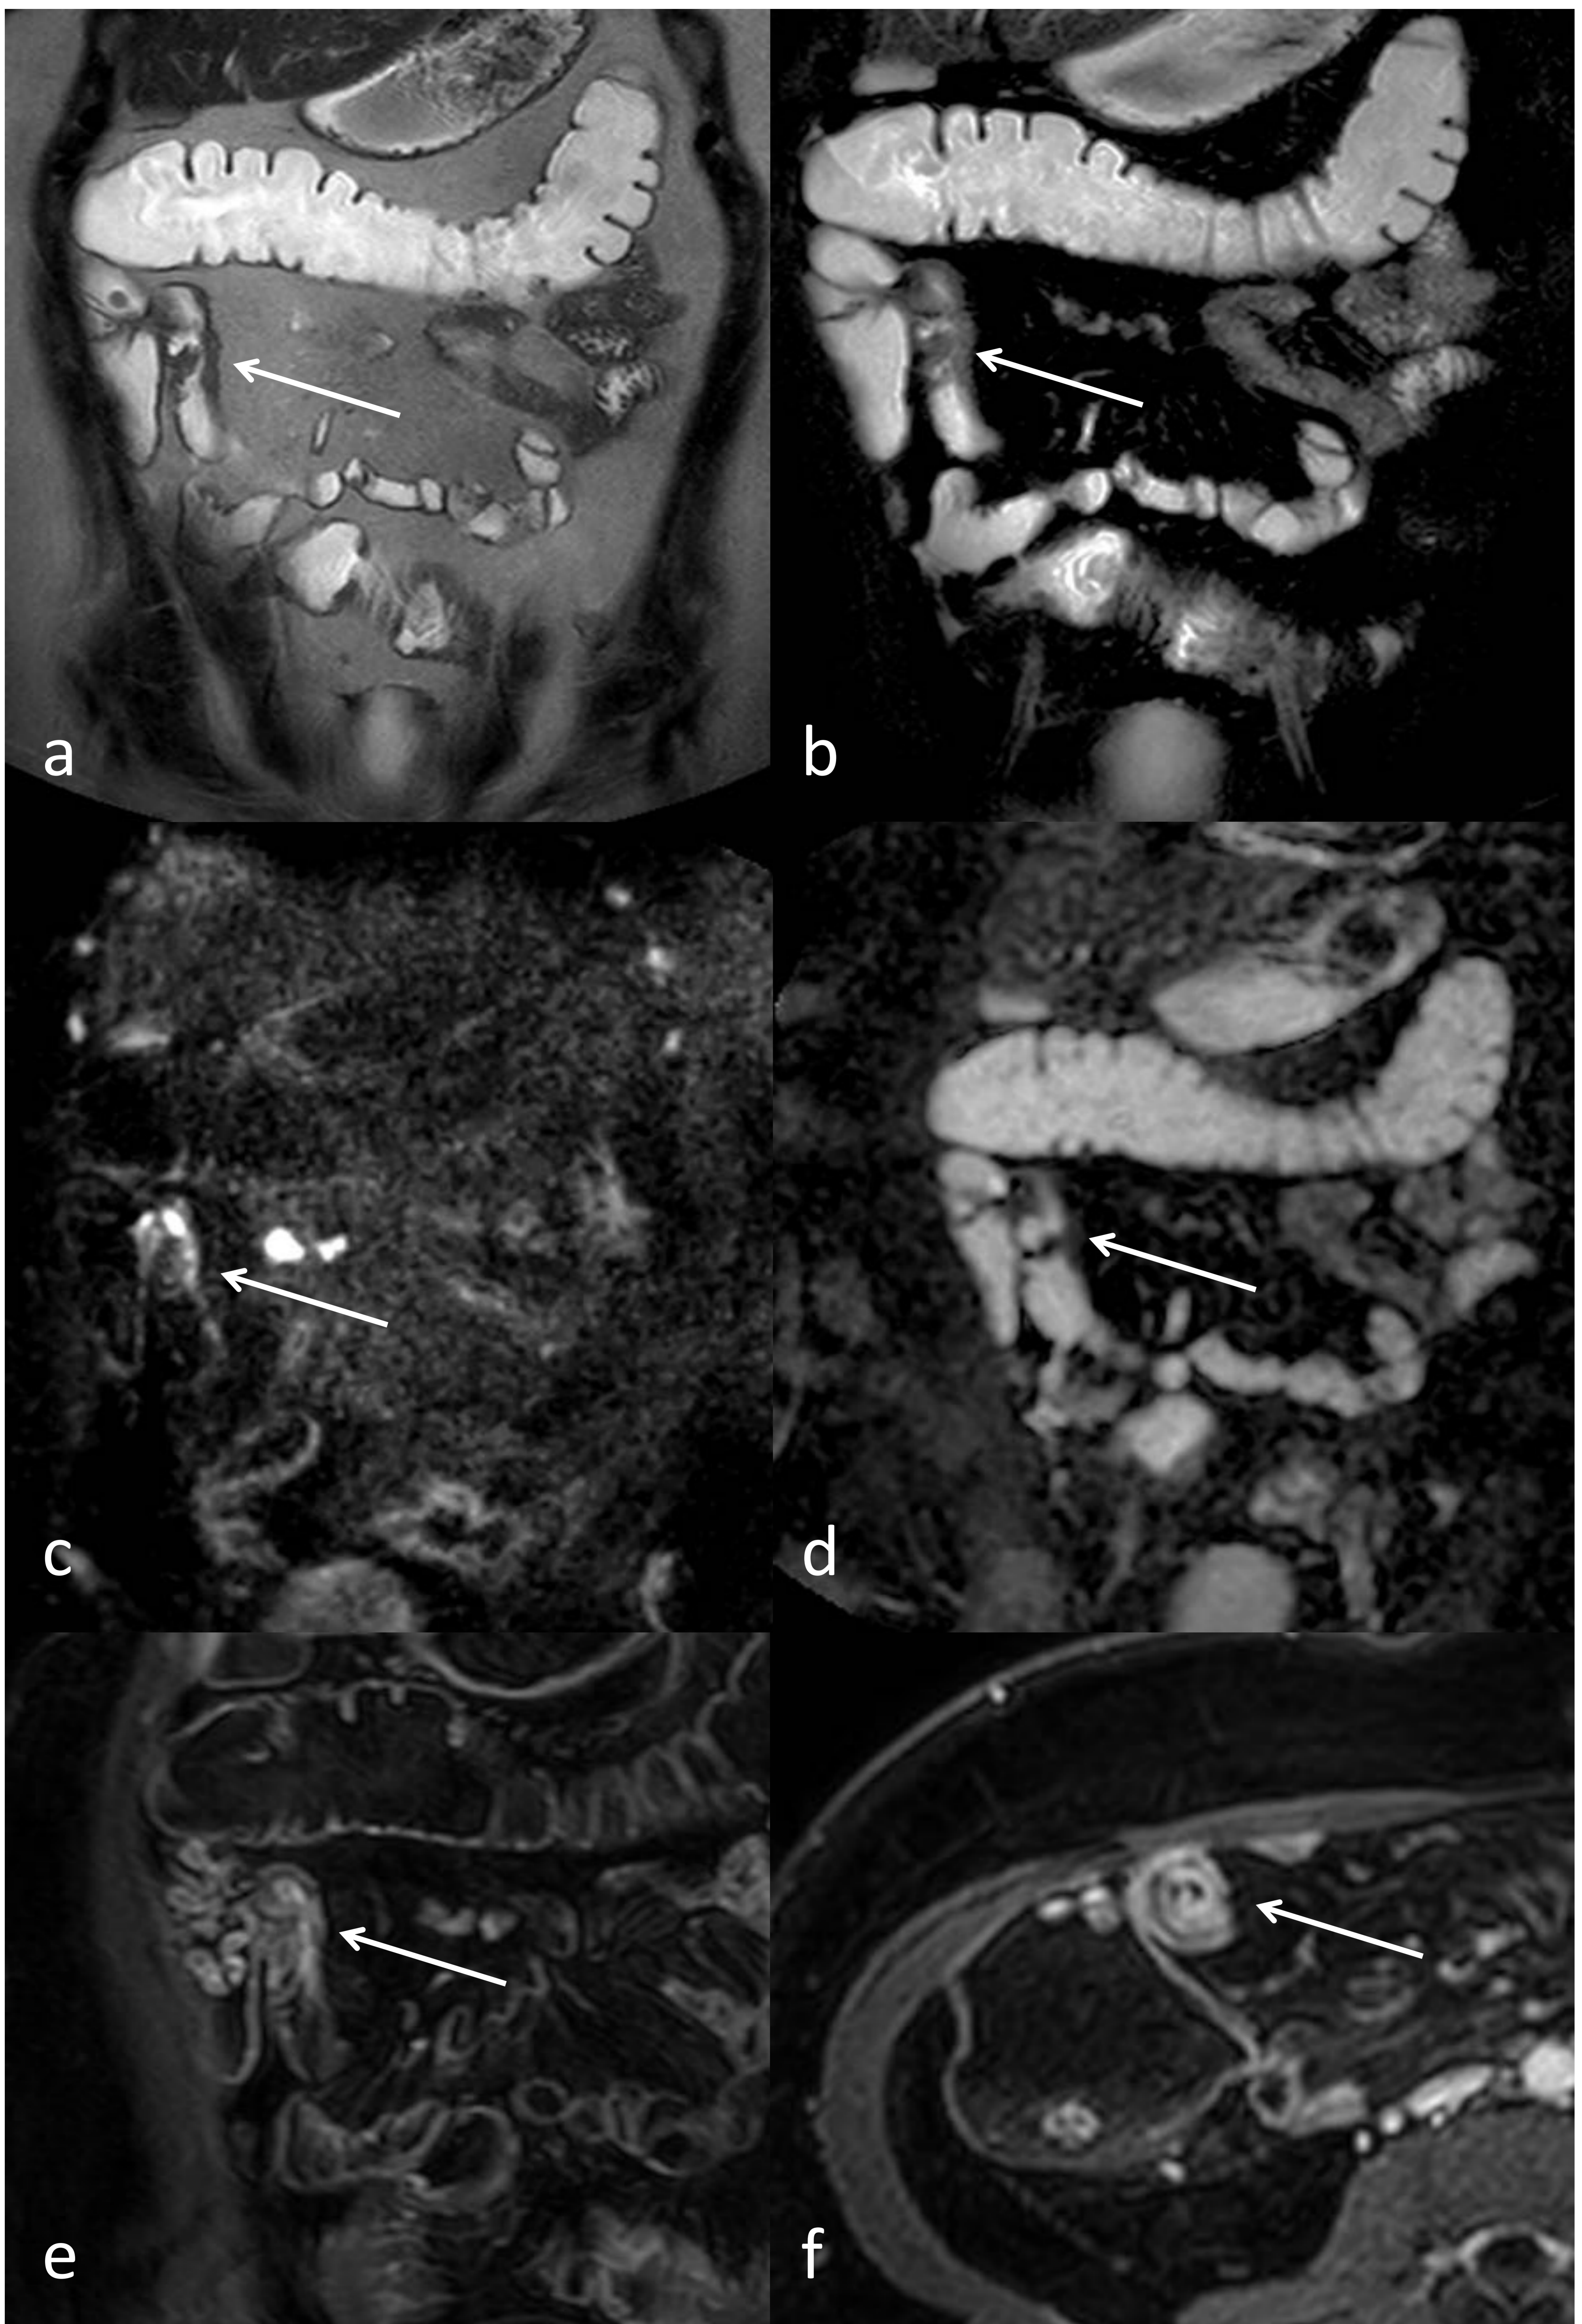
“a”; T2-TSE coronal, “b”; T2-SPAIR coronal, “c”; DWI coronal, “d”; ADC coronal, “e”; T1-fat sat- dinámico arterial coronal, “f”; T1-fat sat-DIXON axial (tardío). Anastomosis con mínimo engrosamiento de la pared (flechas blancas figuras a y b) que restringe la difusión (flechas blancas figuras c y d) que tras administración de contraste capta en forma estratificada (flechas blancas figuras e y f) compatible con foco de reactivación de su E. Crohn. Hospital General Universitario Ciudad Real.
